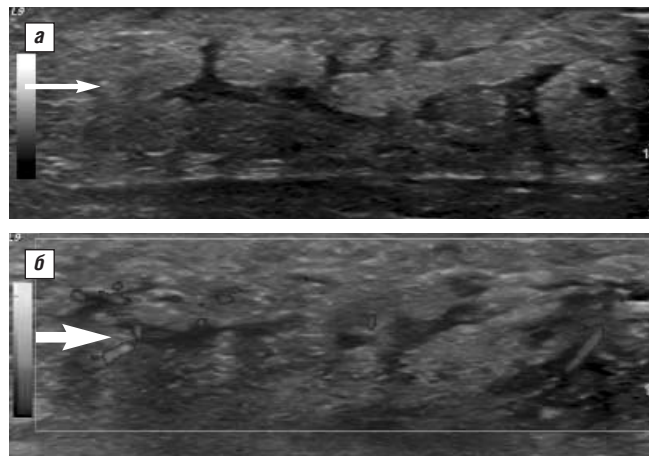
УЗИ кожи пациентки С. с ЛДС. а — признаки «глубчатости» структуры ПЖК; б — макроваскуляризация ПЖК
